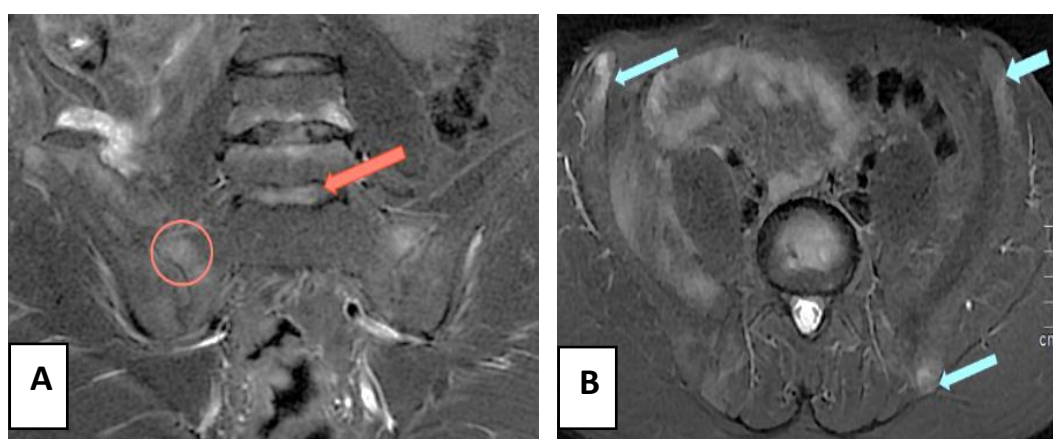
images d'IRM des sacro-iliaques en séquence STIR coronale (A) et axiale (B) montrant un œdème avec ostéocondensation sous chondrale (cercle), enthésopathie des muscles fessiers (flèches bleues) et spondylodiscite d'Anderson (flèche rouge).
